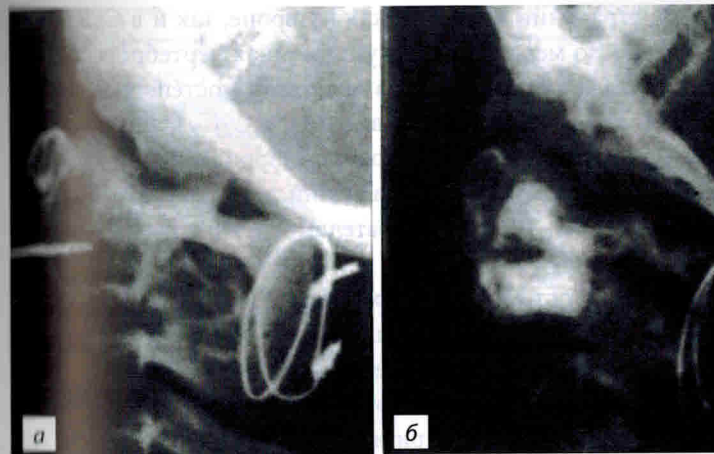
Первая вертебропластика, выполненная P. Galibert и H. Deramond в 1984 г.: а — пункция тела позвонка C2, интраоперационная рентгенография; б — контрольная рентгенография после оперативного лечения (из Е.Г. Педанченко, 2005)
